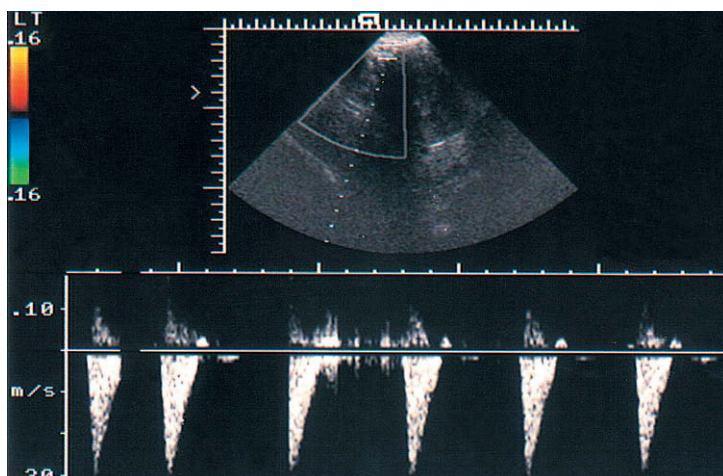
Espectros de Doppler del flujo sanguíneo en la arteria uterina en el útero posmenopáusico.
